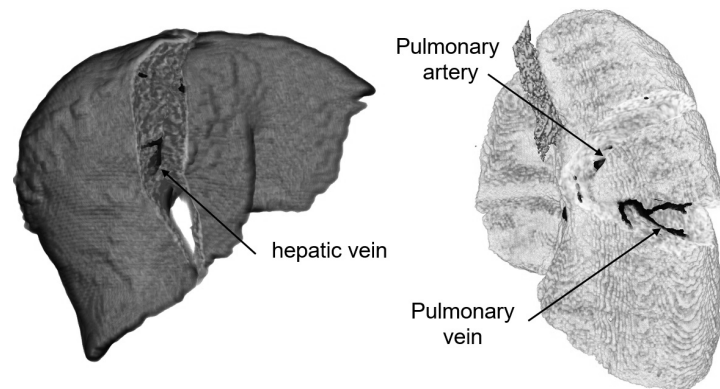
患者固有 CT データから半自動的に生成される臓器変形・切除プロセスマップ
